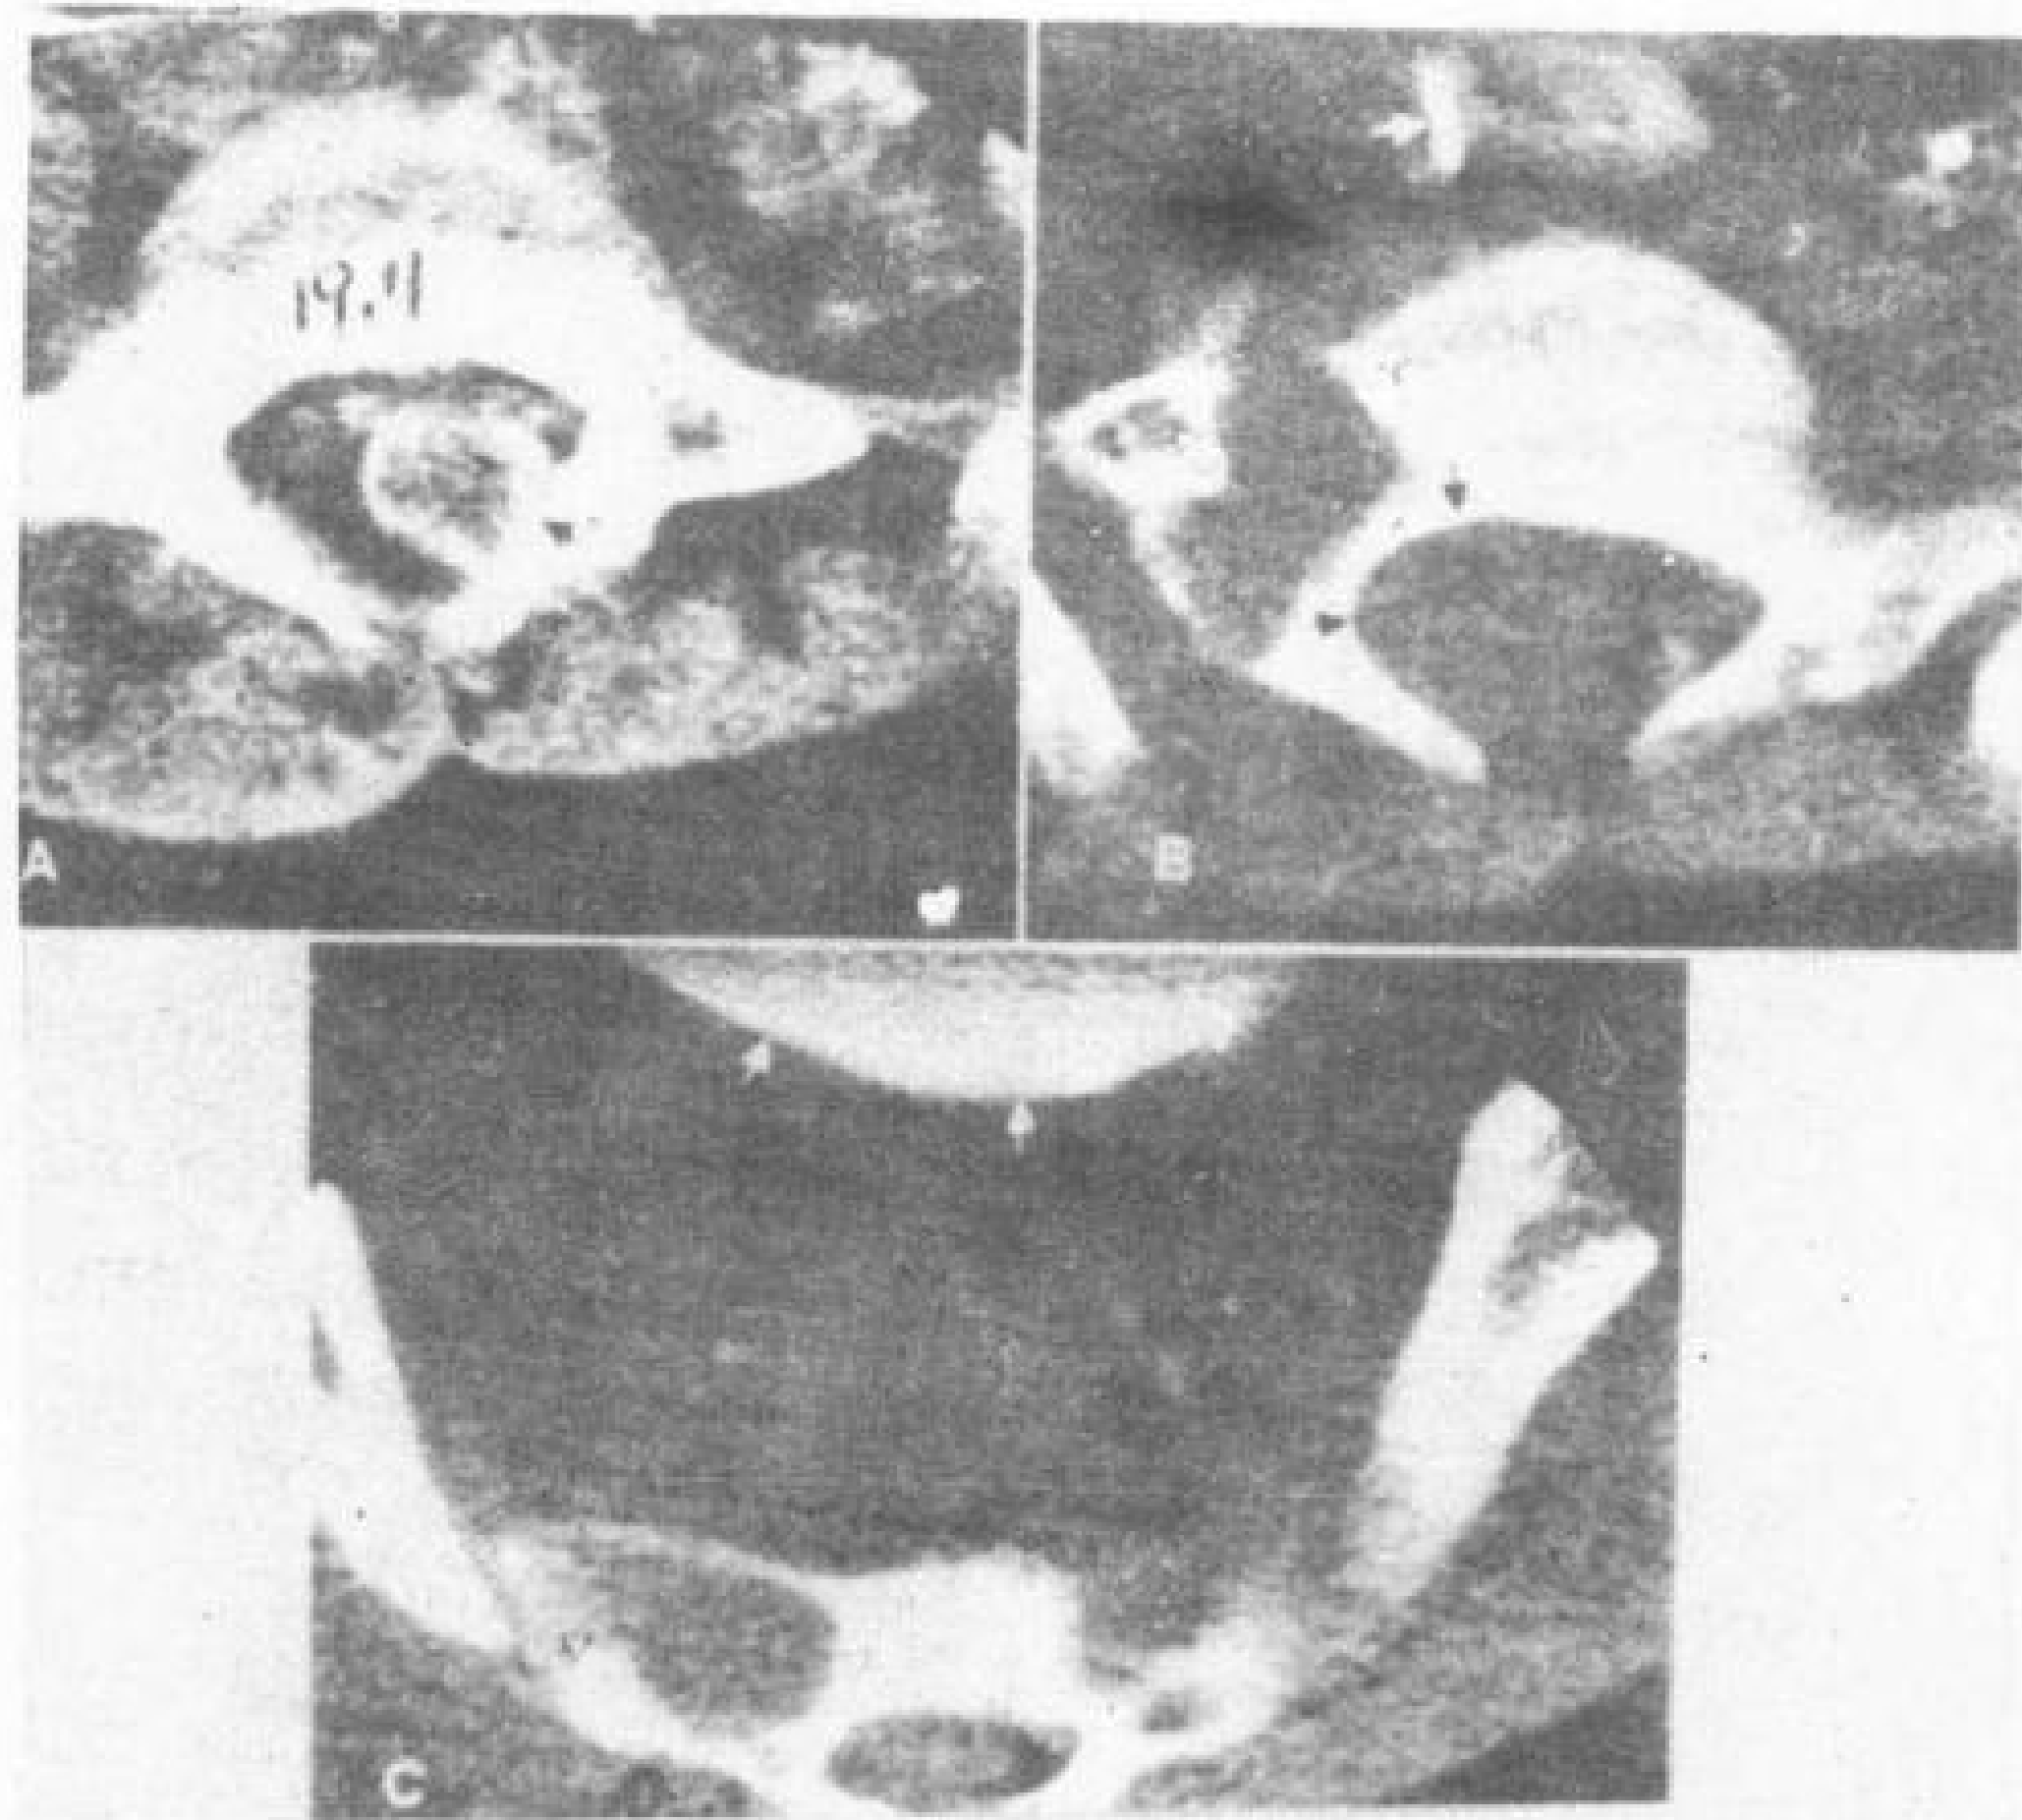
11 哑铃形神经纤维瘤, 10 岁男孩, 有神经纤维瘤病, 增强脊髓 CT。
